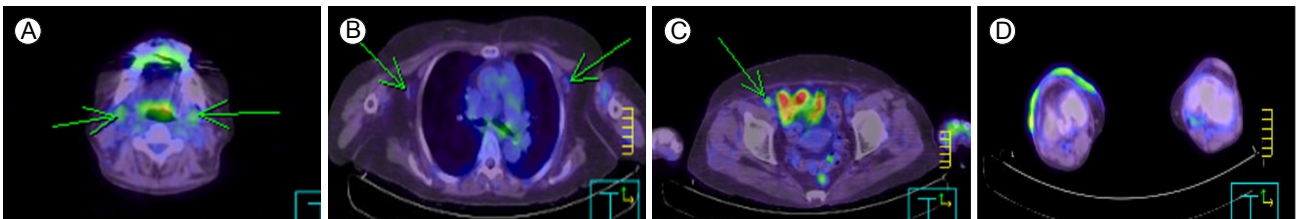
Images taken at the time of diagnosis, showed increased FDG uptake in (A) the bilateral cervical chain (arrows), left supraclavicular, (B) bilateral axillary fossae (arrows), portocaval, aortocaval, (C) left common iliac (arrow), left external iliac, inguinal areas, and (D) the skin of the right knee. FDG, fluorodeoxyglucose.
